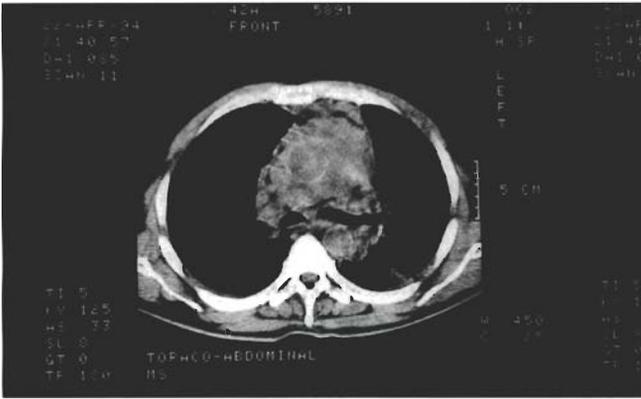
TAC torácica. Volumosa massa tumoral no mediastino antero-superior
